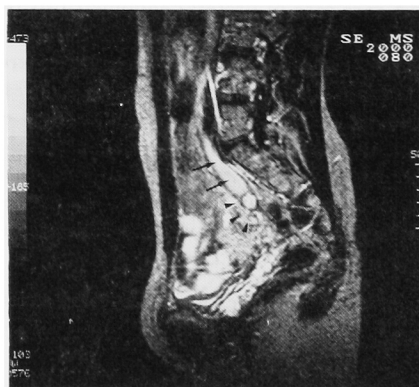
Sagittal T₂-weighted MRI: Right hydronephrosis (arrows), cystic lesions of right ovary (arrowheads) and resultant ureteral stricture are revealed.
